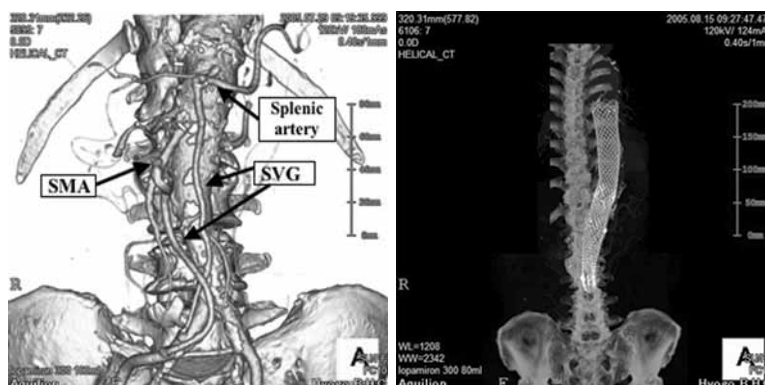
Postoperative 3-dimensional computed tomography (Case 3).
